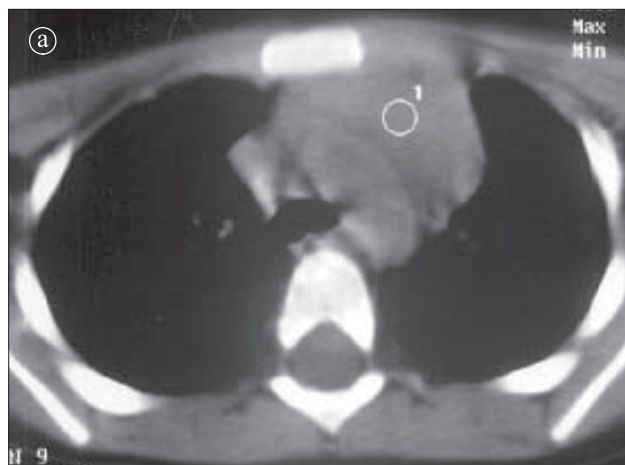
Timus normal. Secțiuni CT: a) precontrast, b) postcontrast. Structură tisulară, cu margini convexe prezentând aceeași atenuare ca și musculatura, fără captare semnificativă postcontrast.
